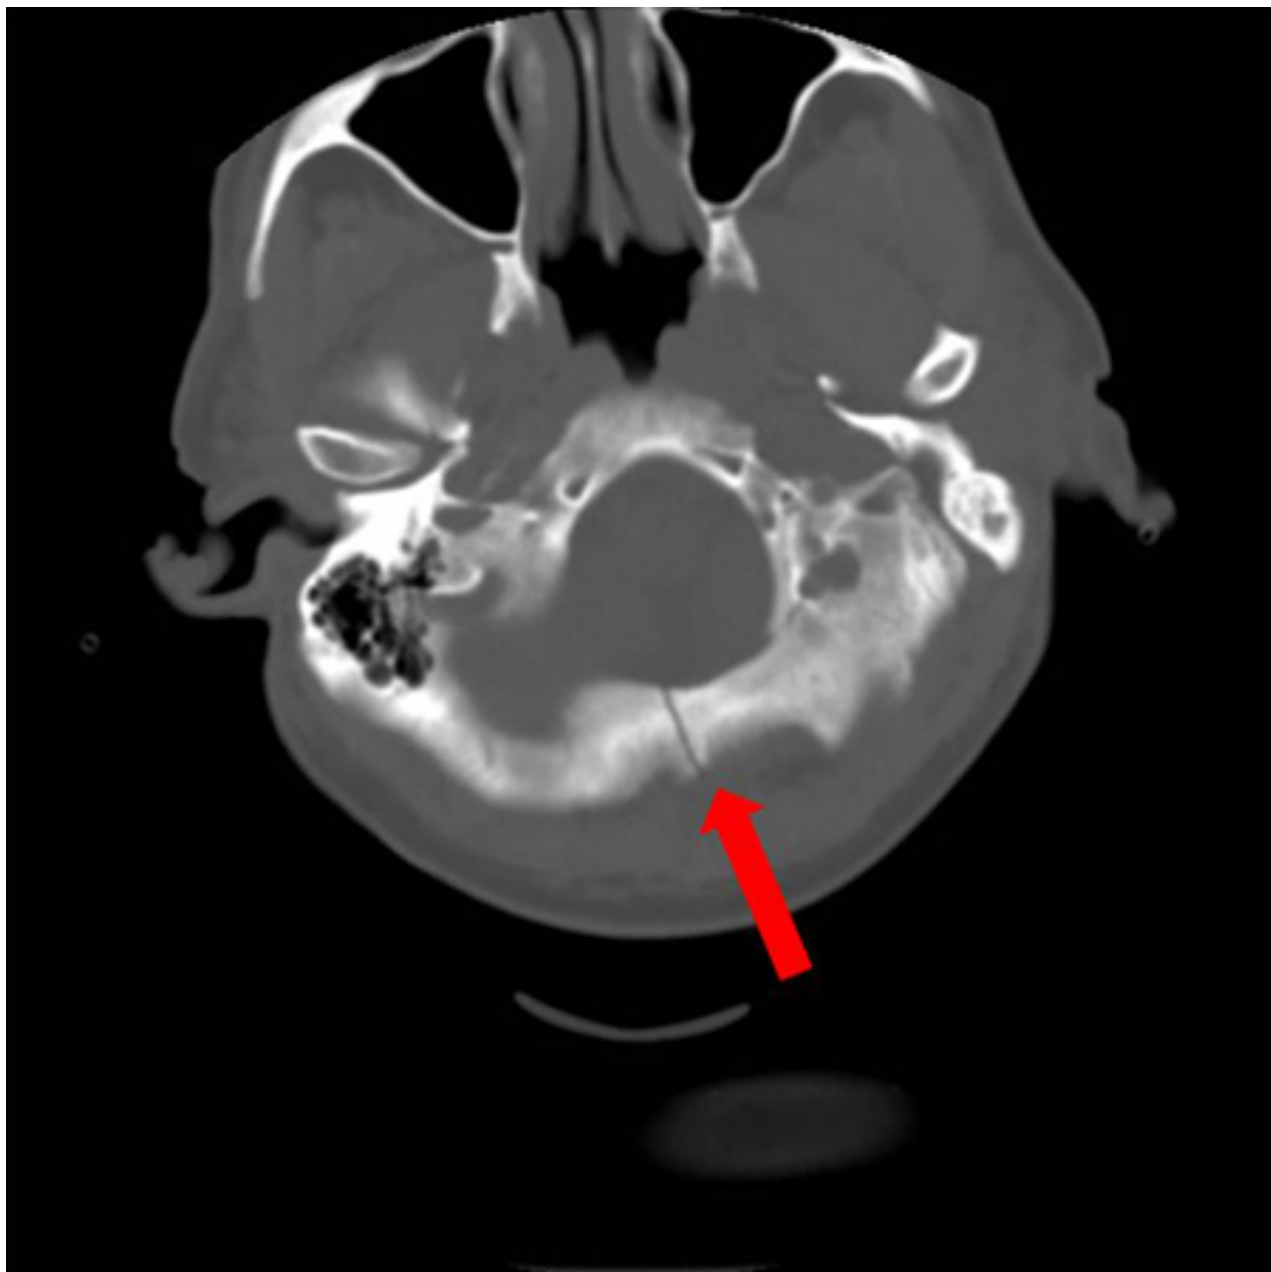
Tomografia computadorizada (TC) axial mostrando fratura craniana linear e não depressiva (seta) da base do crânio envolvendo o forame magno. Este padrão de lesão é preocupante por estar associado a fratura vertebral, lesão medular e lesão cerebrovascular contusa
